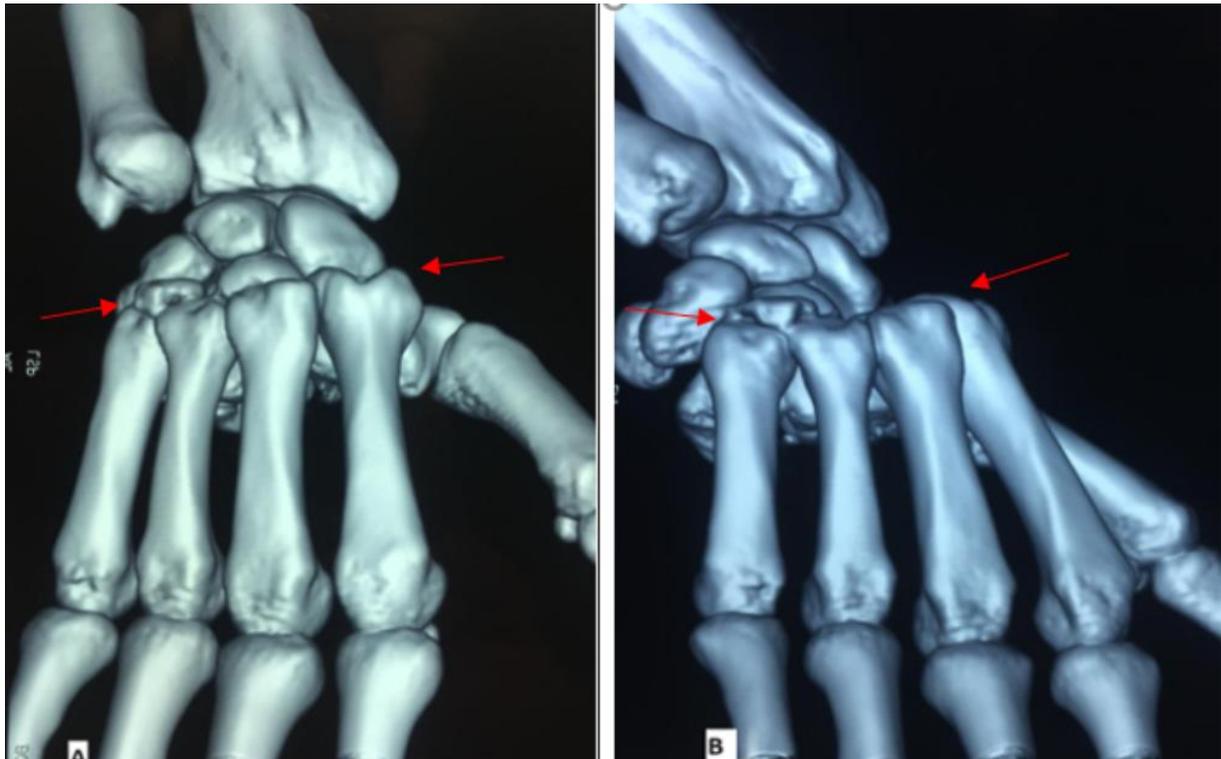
A et B ; TDM du poignet avec reconstruction 3D d'une luxation CMC pure (patient n°3)
